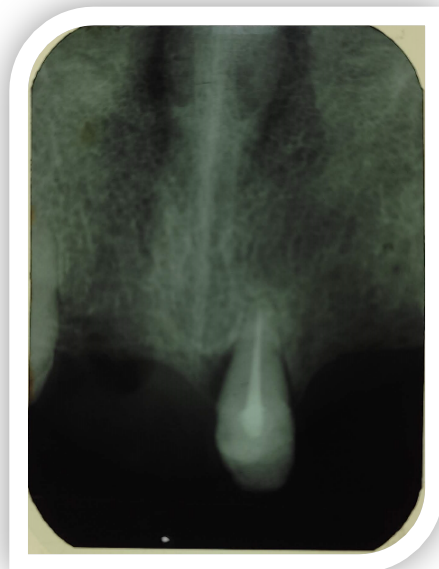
Radiografía periapical Diente 21
